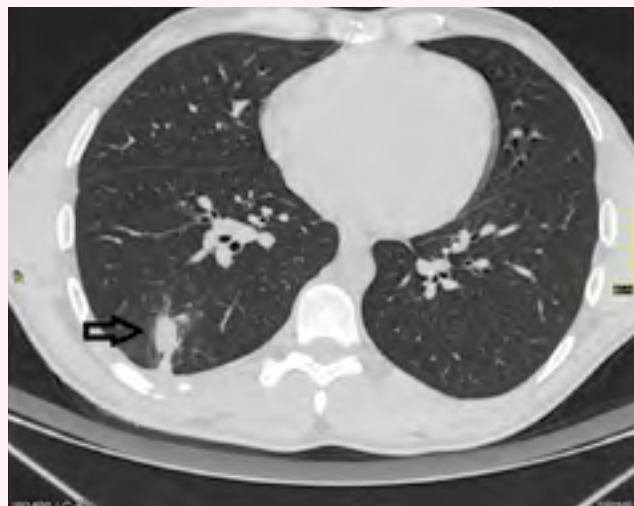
Клінічний випадок №1. КТ ОГК на 31-шу добу захворювання: позитивна динаміка, радіологічний патерн консолидації
